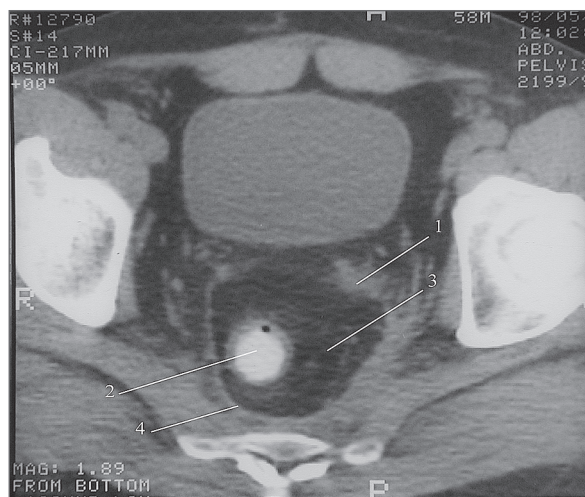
КТ-анатомия малого таза после брюшно-анальной резекции прямой кишки, 8 мес после операции: хорошо визуализируются мочевой пузырь и расположенные за ним верхние полюсы неизмененных семенных пузырьков (1); кзади от семенных пузырьков видны низведенная кишка (2), окружающая ее клетчатка (3) и снаружи от них – фасция в виде четкого кольца повышенной плотности (4)
